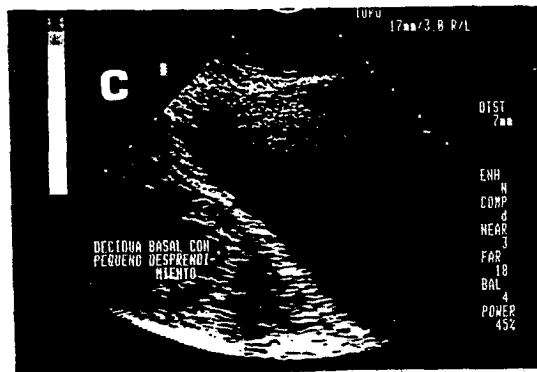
C: identificación de la decidua basal con un desprendimiento de la misma, y hematoma subcorial por ultrasonido vaginal en un embarazo normal.
